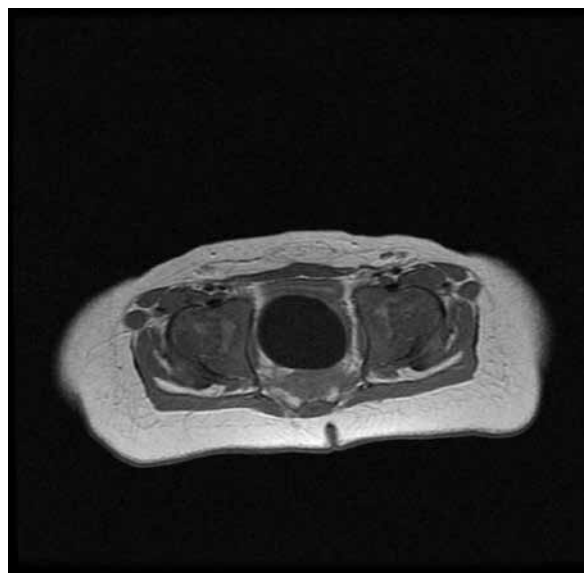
Badanie MRI – zmiana torbielowa w rzucie zatoki Douglasa (przekrój strzałkowy)
